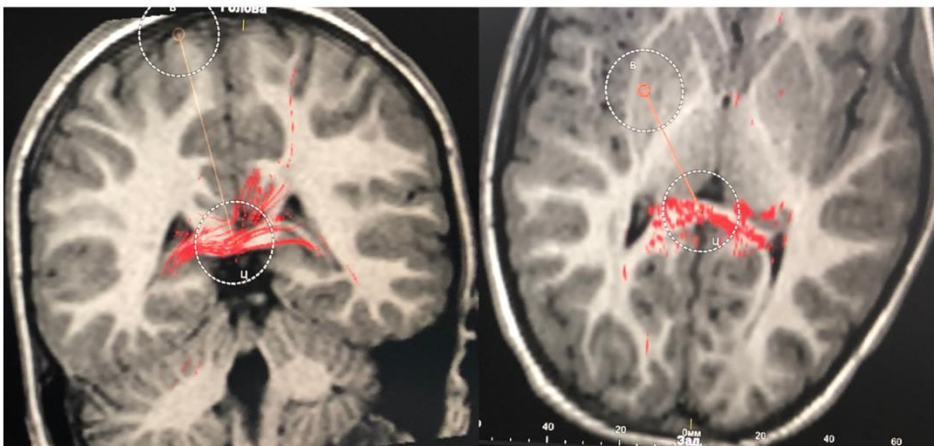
МРТ-трактографія хворого Х. (№200815/20). Стан після передньої каллозотомії 18.02.20. Візуалізуються збережені комісуральні волокна у ділянці валика мозолистого тіла
